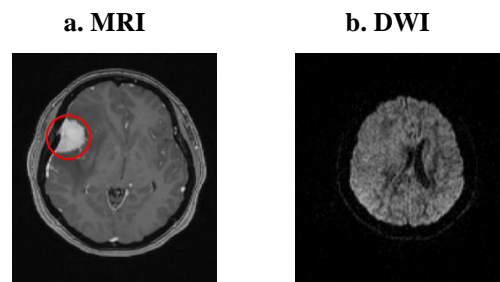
磁振影像 (MRI) 及擴散權重影像 (DTI)
